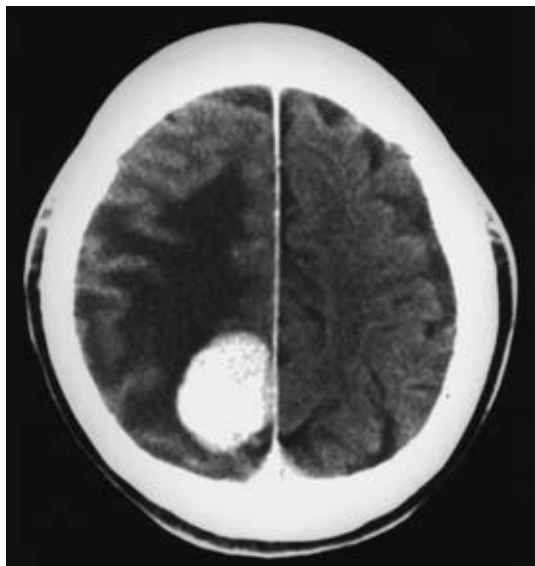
Brain CT scan shows a well-enhanced tumor in the right parietal lobe.
